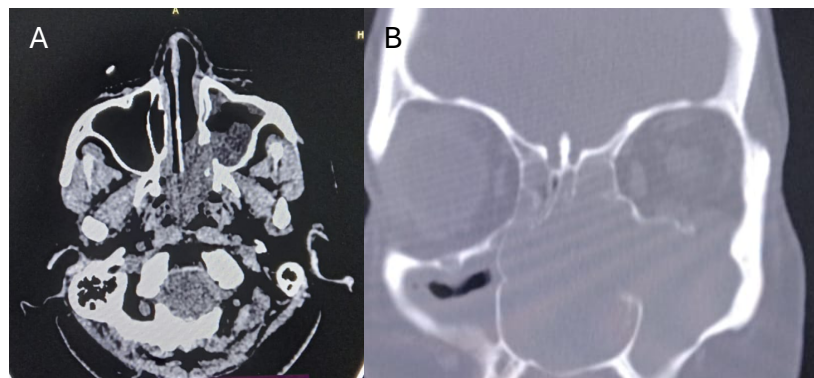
Corte axial, en el que se observa la infiltración de la lesión en nasofaringe (A) y coronal, en el que se observa la infiltración en las paredes de ambos senos maxilares (B). Imágenes tomadas de la tomografía computarizada de la paciente.
